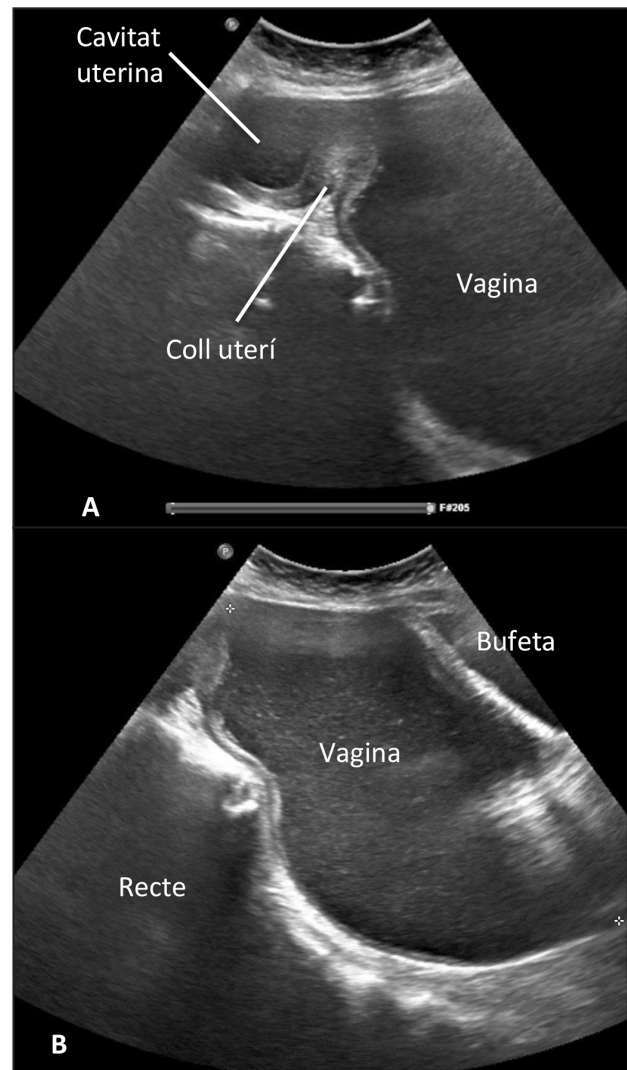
Ecografia abdominal. A: Important distensió de la cavitat vaginal amb contingut líquid i una lleugera quantitat de líquid a la cavitat endometrial d'aspecte similar. B: Cavitat vaginal distesa de 17,5 cm de diàmetre craniocaudal.
